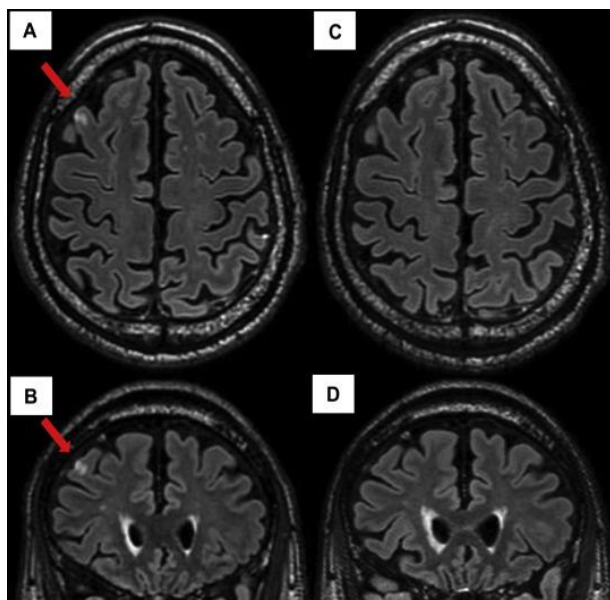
Immagini RMN che mostrano la progressiva scomparsa della lesione metastatica a livello del lobo frontale dopo 6 settimane di trattamento.
